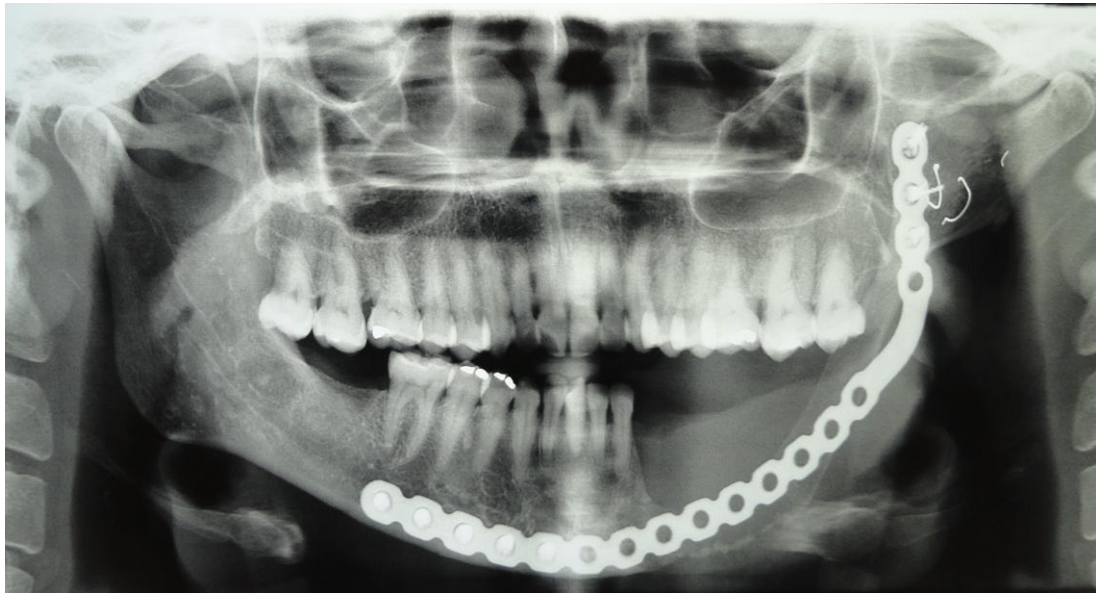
Radiografia panorâmica, no pós operatório de 45 dias.
